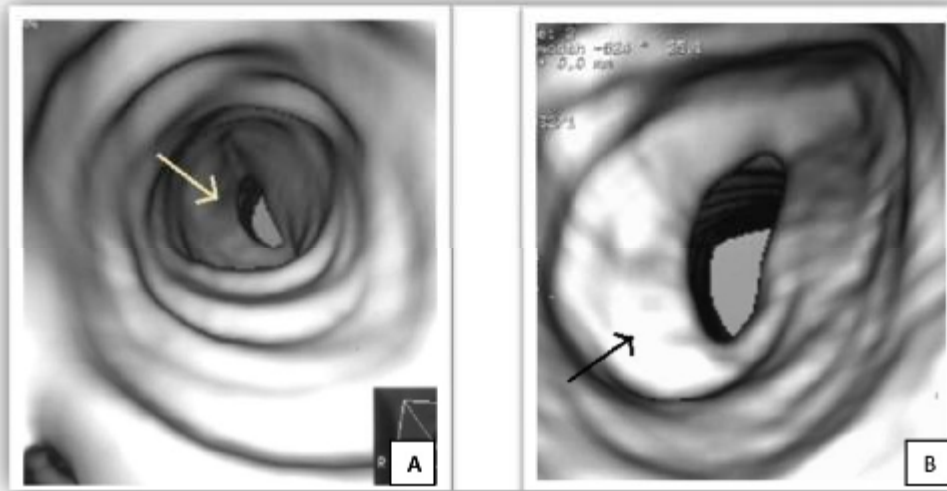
image d'endoscopie virtuelle (TDM) d'une STPI en diaphragme [57].
